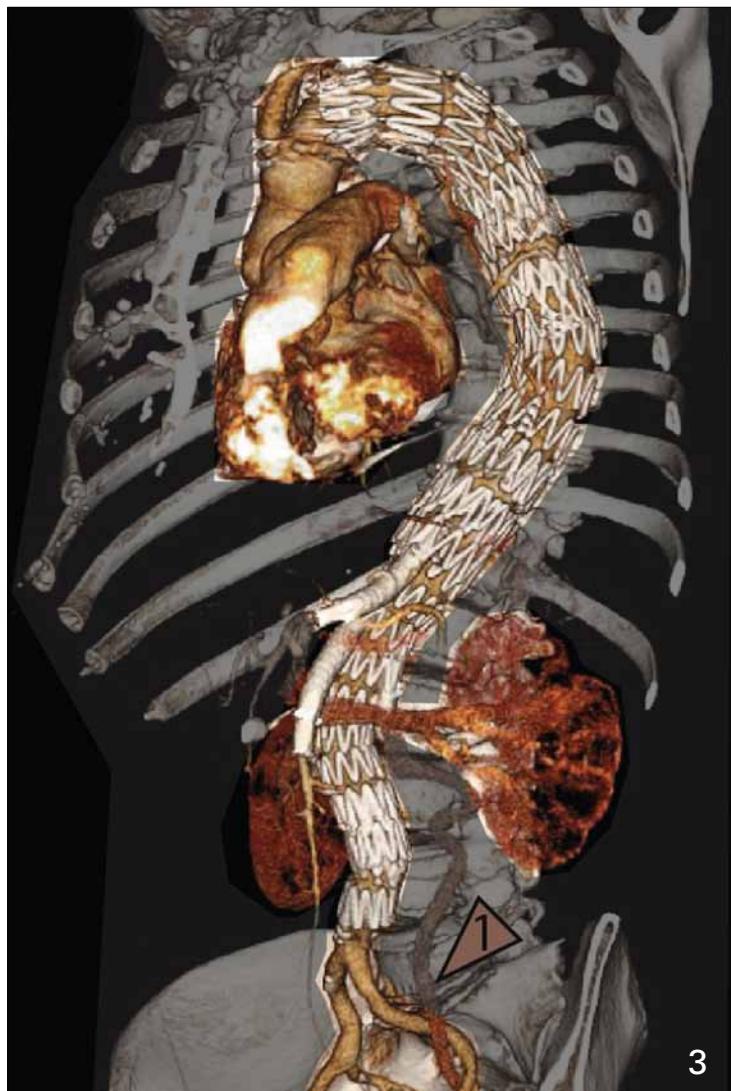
1 to 3: Degenerative atherosclerotic thoraco-abdominal aortic aneurysm (Type II). 3) Postoperative 3D-computed tomography after endovascular implantation of a branched stentgraft. 4-6: Thoraco-abdominal false lumen aneurysm (Type II) due to chronic type b dissection. 6) Postoperative 3D-computed tomography after endovascular implantation of a fenestrated stentgraft for visceral and supra aortic vessels and treatment of the false lumen. 4) \*: Proximal entry of the dissection distal to the left subclavian artery.
